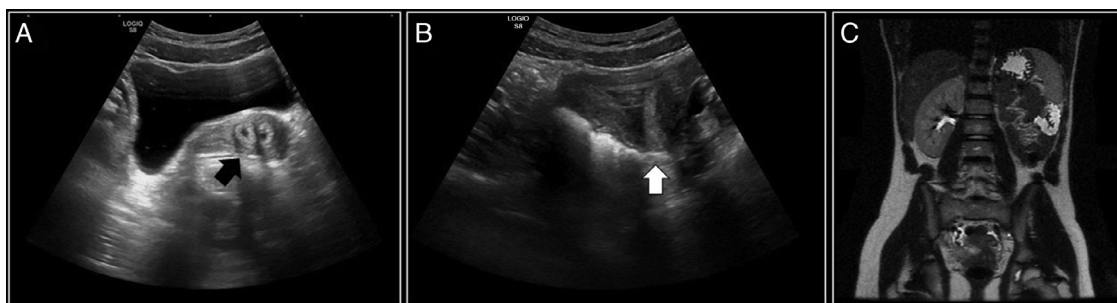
Caso 1. A y B) Ecografía en la que se visualiza útero bicorne (flechas). C) RM donde se objetiva agenesia renal izquierda y riñón derecho compensador, y posible útero bicorne.
